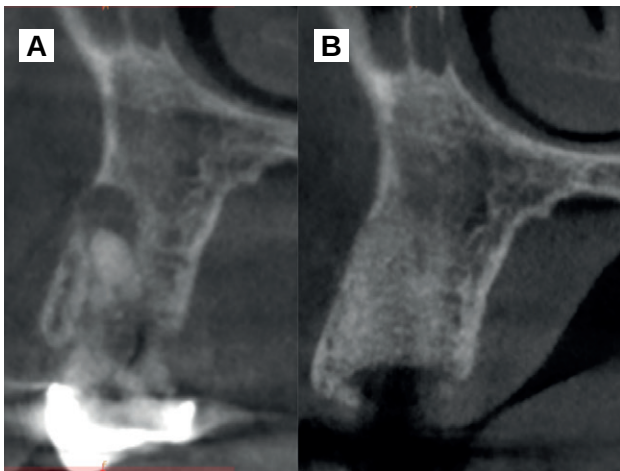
A. CBCT preoperatorio. B. CBCT a los 3 meses de la intervención.
